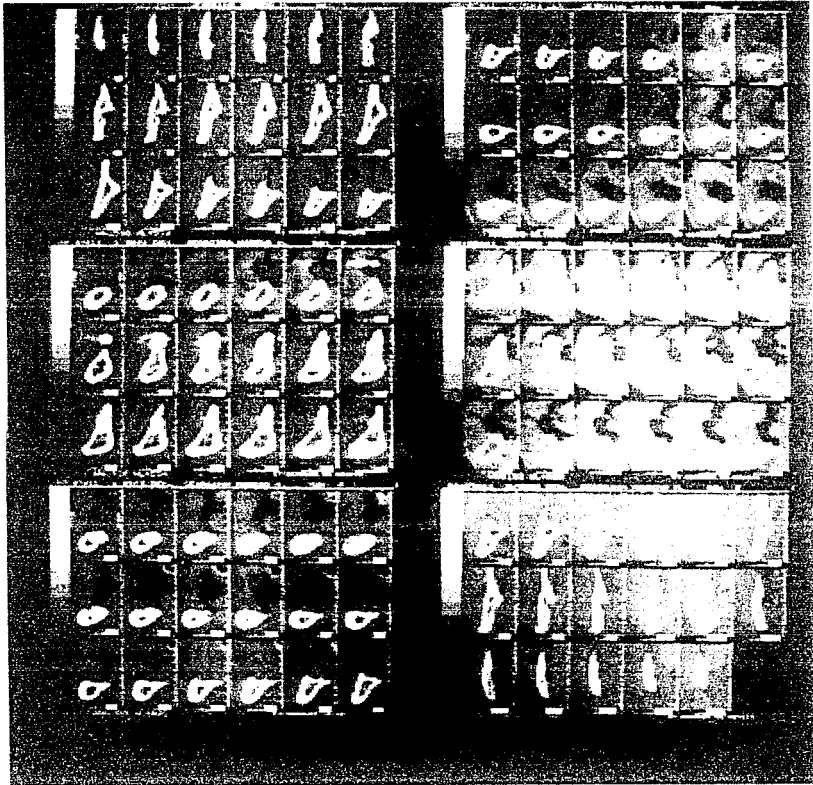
En esta radiografía se observa la calidad del hueso, zonas anatómicas de la mandíbula involucradas para la colocación del implante.
